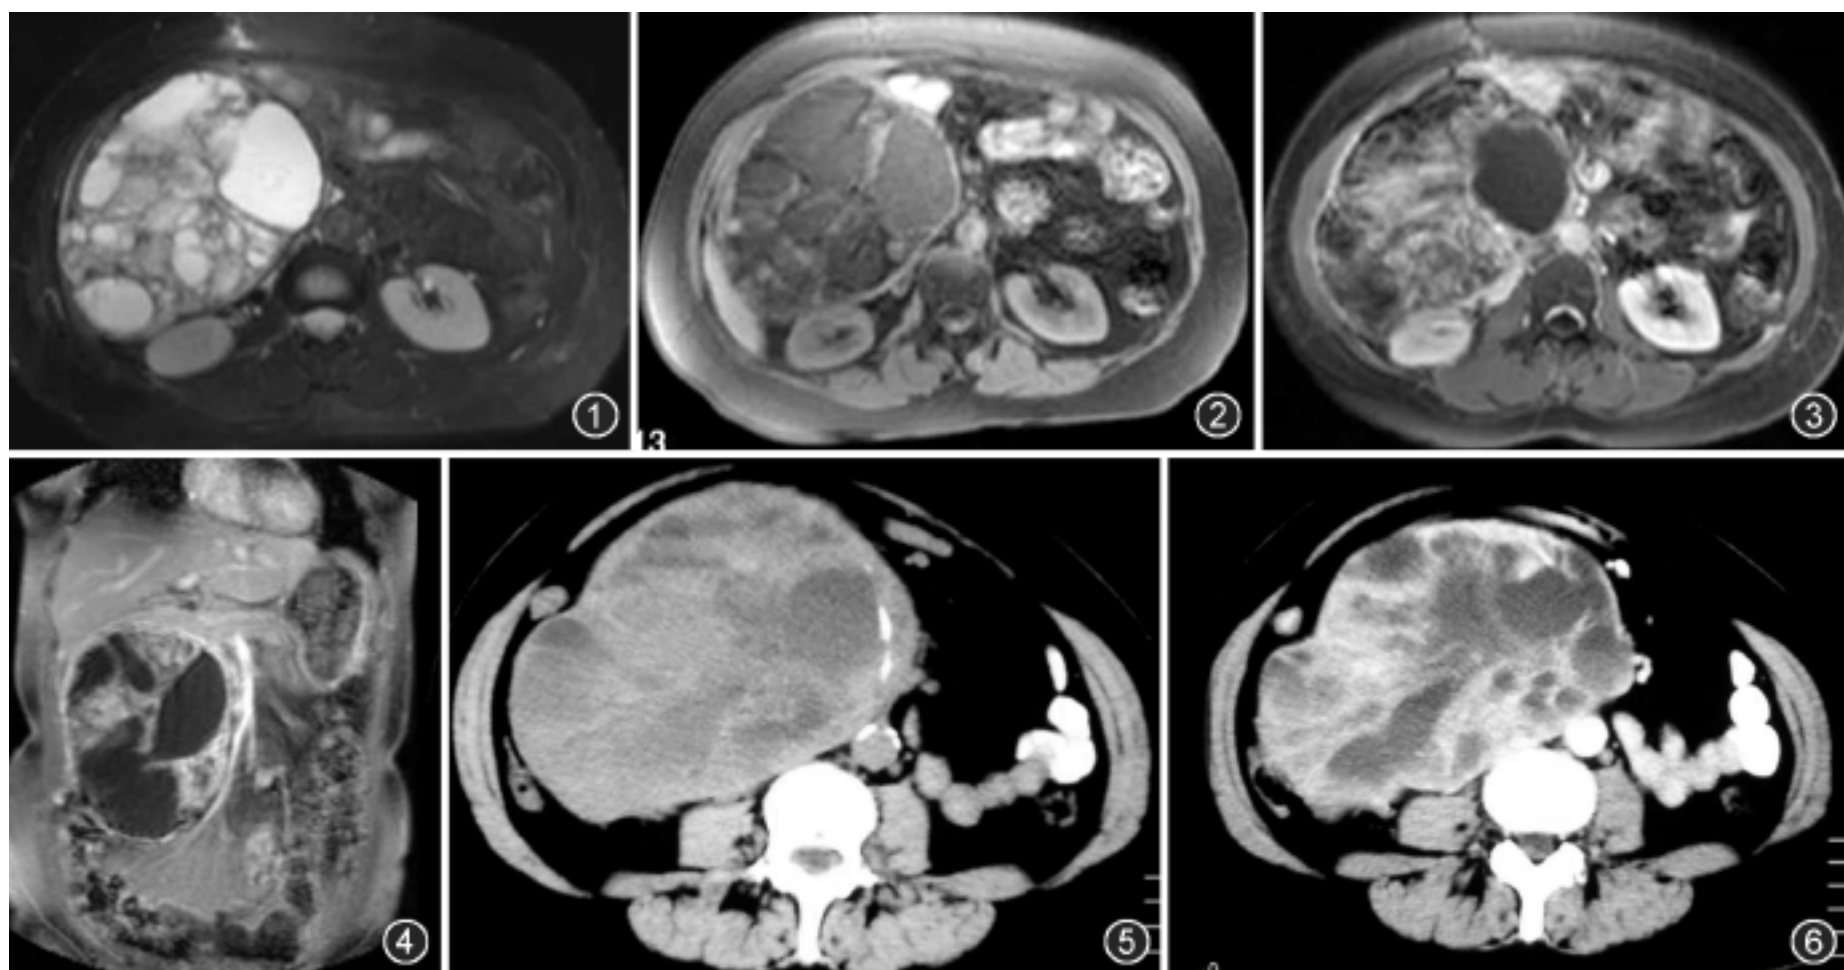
~6 女, 50 岁, 右侧腹膜后嗜铬细胞瘤。T₂WI 横断面, 肿瘤呈多囊状, 肿瘤包膜及瘤内分隔显示清楚, 呈低信号(图 1)。抑脂 T₁WI 横断面, 囊变区呈低信号, 包膜及分隔呈等信号(图 2)。抑脂 T₁WI 增强横断面及冠状面, 肿瘤实质明显强化, 包膜也呈强化(图 3, 4)。CT 平扫肿瘤呈不均匀密度, 囊变区呈低密度, 可见小条状钙化(图 5)。CT 增强扫描肿瘤实质明显强化(图 6)
